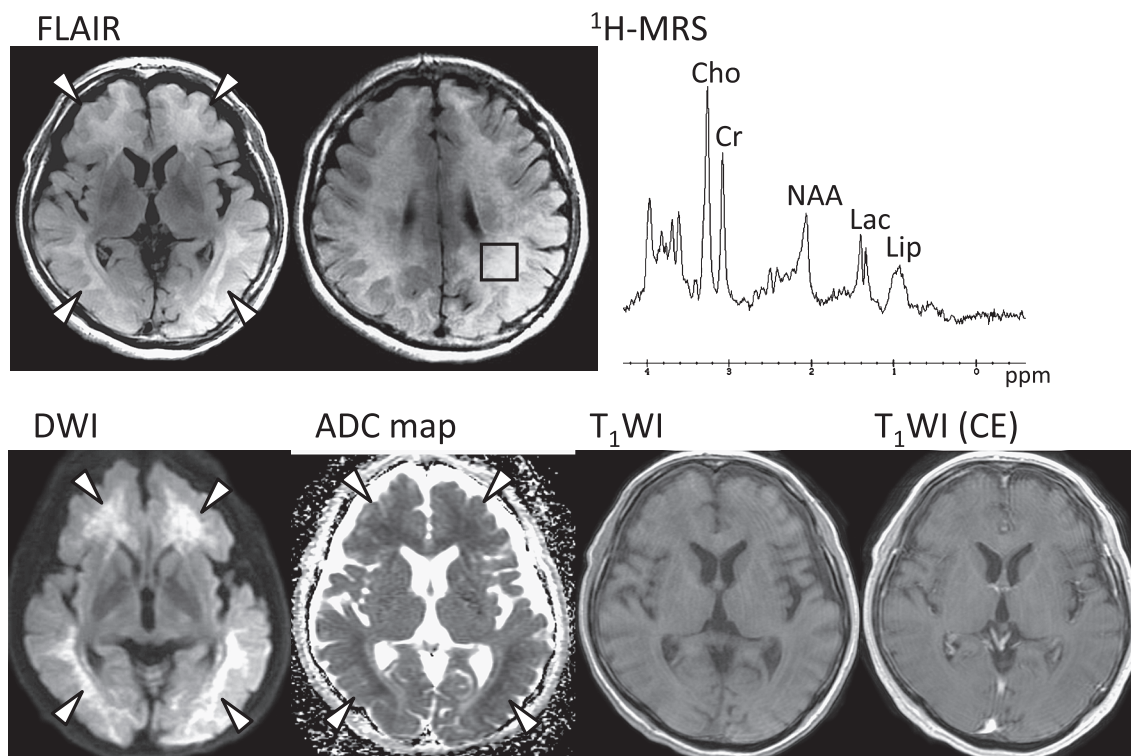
Brain MRI findings 4 weeks after the onset.
